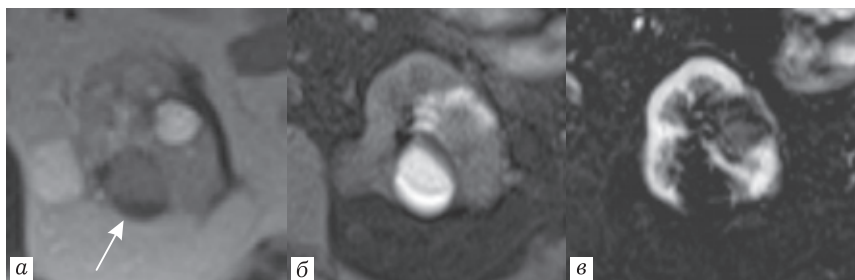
МРТ (фрагмент изображения — левая почка) T2-ВИ (а), T1-ВИ (б) и постконтрастное субтракционное изображение (в). Киста Bosniak II (стрелка). Тонкостенная киста с умеренно гипоинтенсивным неоднородным содержимым на T2-ВИ и гиперинтенсивным содержимым на T1-ВИ, не накапливающая контрастное вещество
